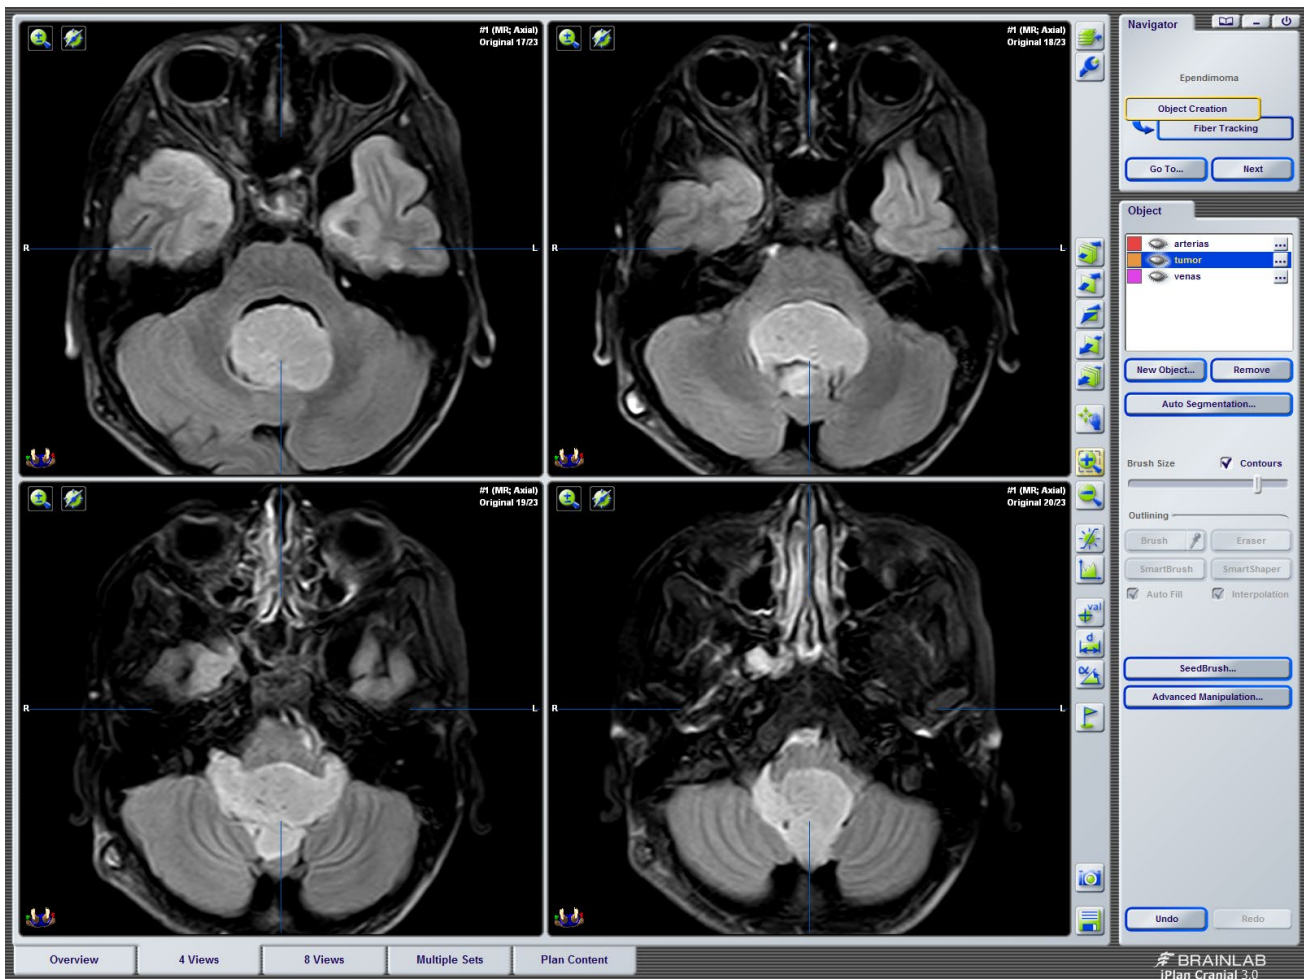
Resonancia magnética ponderada en T1. Lesión ocupante de espacio en cuarto ventrículo, con características sugestivas de ependimoma. Fuente: Neuronavegador del Hospital Pediátrico Baca Ortiz.
